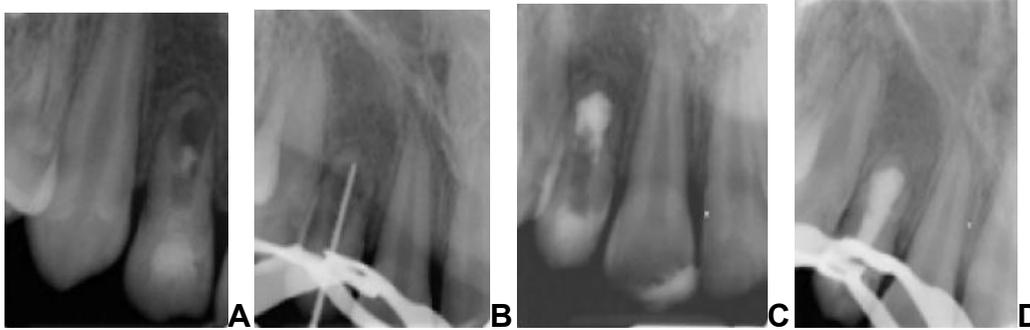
A) Radiografía diagnóstica. Se muestra un cierre parcial apical B) se determina la longitud de trabajo C) tapón con MTA D) tratamiento obturado con gutapercha y ionómero de vidrio.
